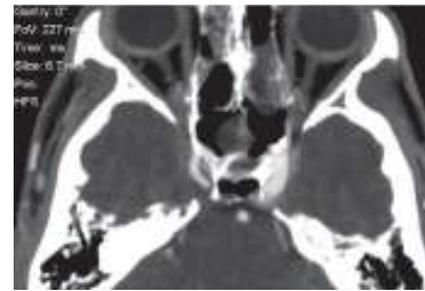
Angio-TAC de controlo 13 dias pós-operatório
